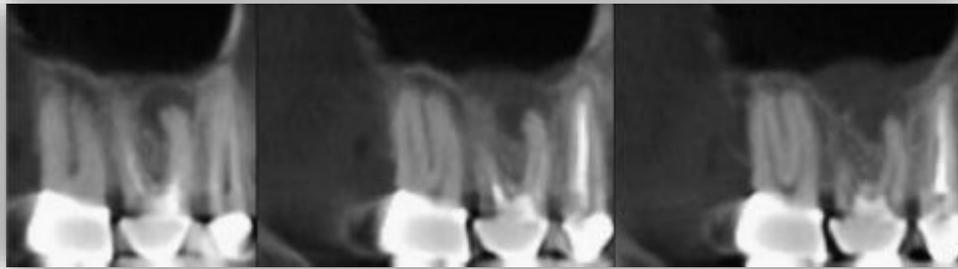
Vista sagital de CBCT demostrando periodontitis apical asociada a la raíz mesiovestibular del diente con engrosamiento de la mucosa sinusal.¹¹
